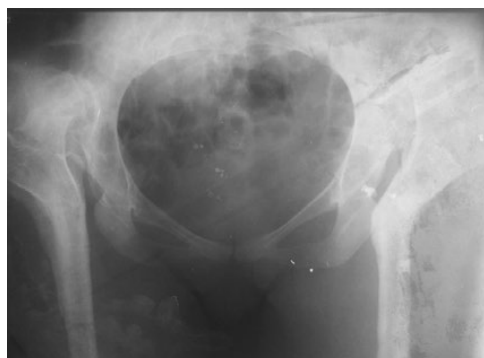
Рентгенограмма после удаления металлоконструкции через 10 лет после операции
